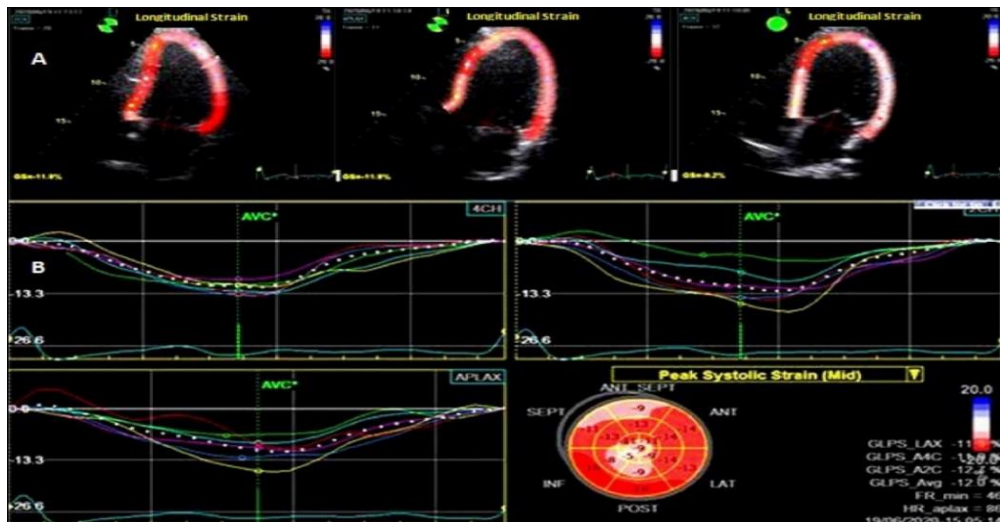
Ecocardiografie bidimensională speckle-tracking la nivelul ventriculului stâng. (A) Analiza longitudinală a deformării în apical 2, 3, și 4 camere de vedere (GLPS); (B). Rezultate.
